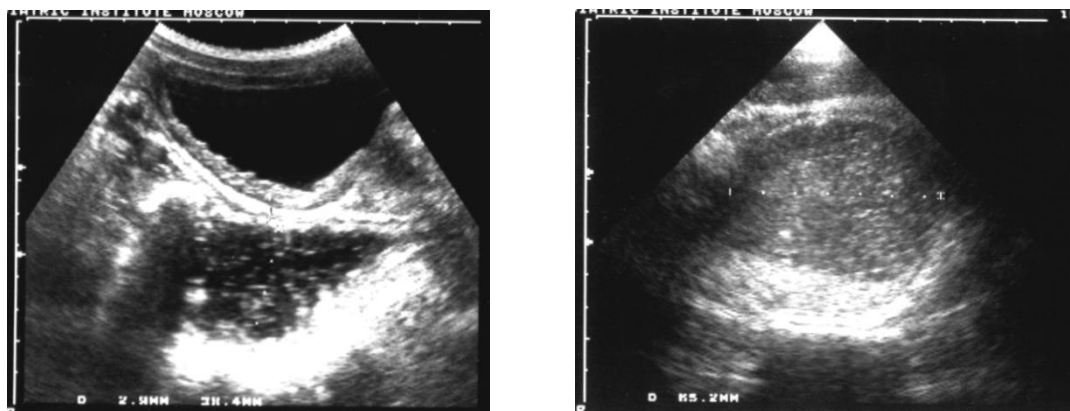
УЗИ нижних отделов толстой кишки ребенка 13 лет до и после наполнения. Прямая кишки значительно расширена, стенки утолщены. Ректосигмоидный сфинктер не определяется. Также отмечается утолщение слизистой оболочки мочевого пузыря.
